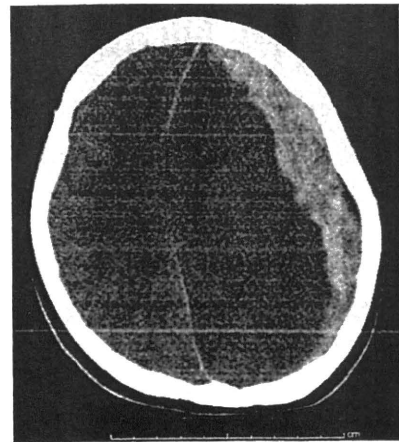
症例3：頭部 CT で, 左急性硬膜下血腫と脳ヘルニア所見を認めた
